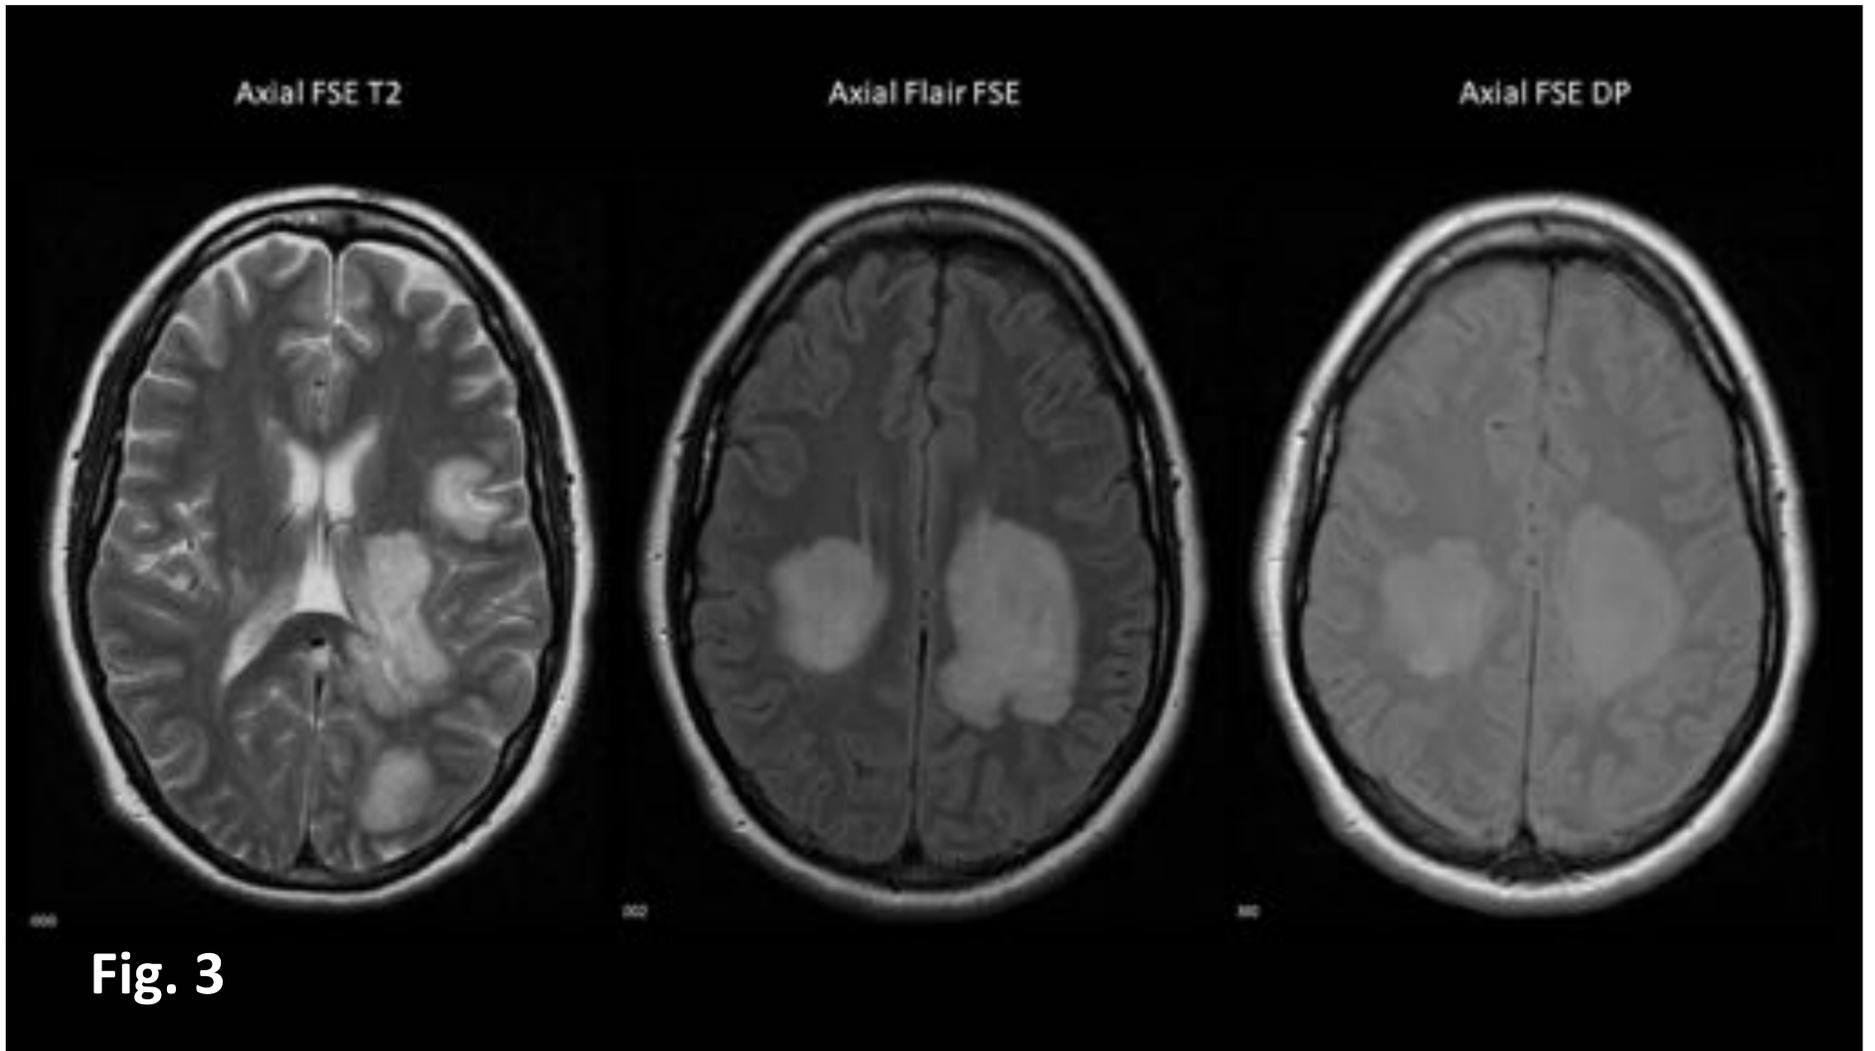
RM craneoencefálica secuencias en ponderación T2, DP y FLAIR plano axial.
